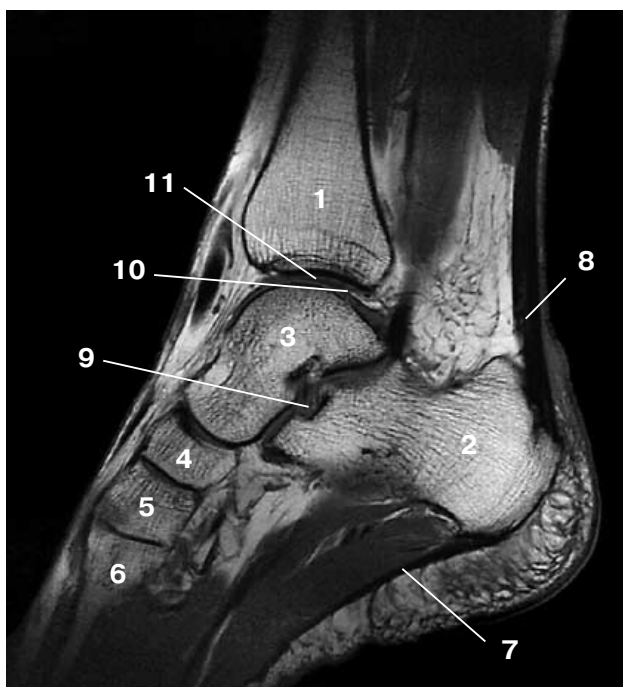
Срединная T1-взвешенная сагиттальная МР-томограмма. 1 – большеберцовая кость, 2 – пяточная кость, 3 – таранная кость, 4 – ладьевидная кость, 5 – средняя клиновидная кость, 6 – 3-я плюсневая кость, 7 – аponeurosis plantaris, 8 – ахиллово сухожилие, 9 – sinus tarsi, пазуха предплюсны, lig. talocalcaneum interosseum, таранно-пяточная связка, 10 – полость голеностопного сустава, 11 – суставной гиалиновый хрящ.
